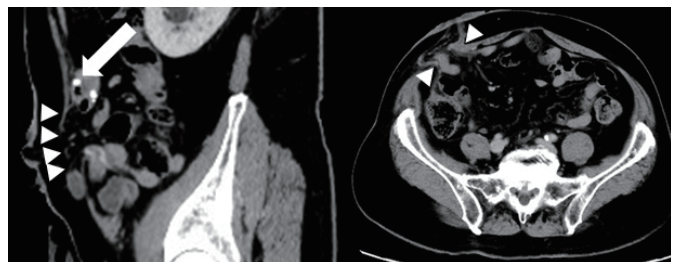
術後 3 か月後の腹部 CT 検査
